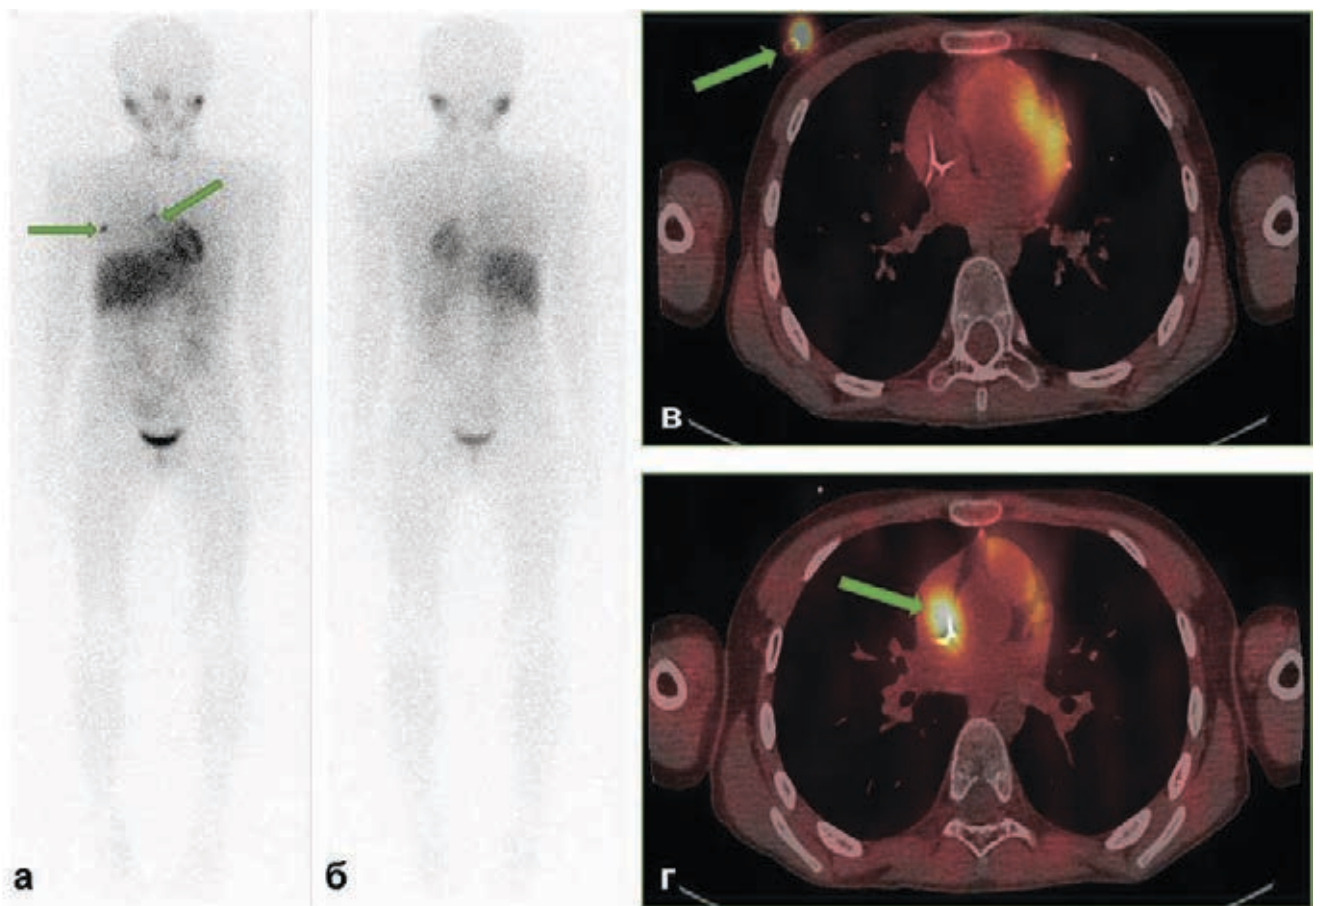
Очаговое накопление ^{123}I -МЙБГ как вариант контаминации (остаточная активность в ЦВК). Планарные сцинтиграммы (а - вид спереди; б - вид сзади): определяют очаги накопления ^{123}I -МЙБГ в проекции правого гемиторакса которые могут быть расценены как метастатические. На
